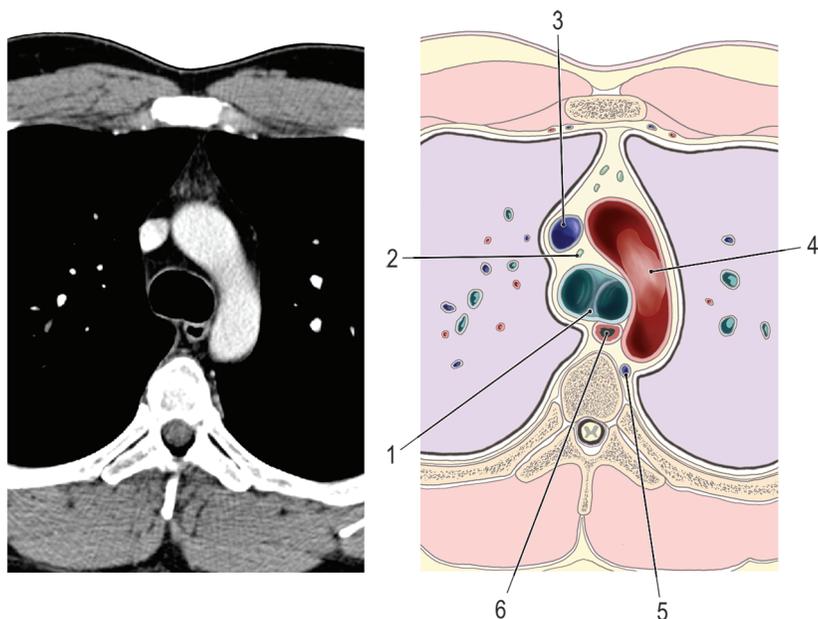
Топография трахеи на уровне бифуркации с соответствующим срезом компьютерной томографии: 1 — бифуркация трахеи; 2 — лимфатические узлы (групп 4R); 3 — верхняя полая вена; 4 — дуга аорты; 5 — непарная вена; 6 — пищевод
